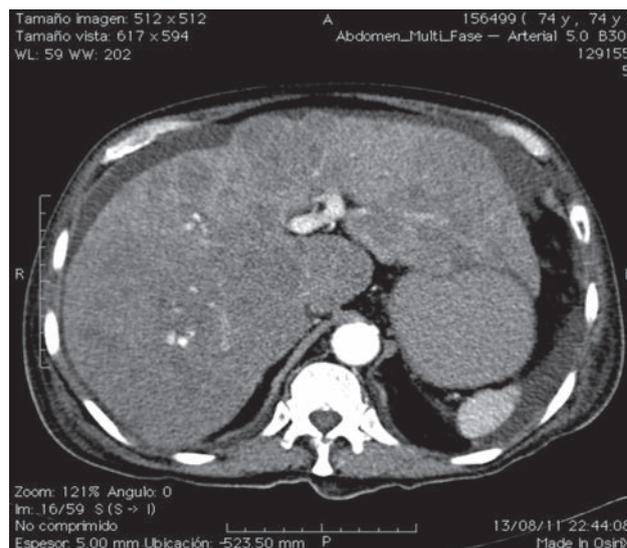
Tomografía axial computada trifásica de la región abdominal con fase contrastada (arterial). Se observa reforzamiento alrededor de las lesiones neoplásicas en el parénquima hepático en ambos lóbulos.
